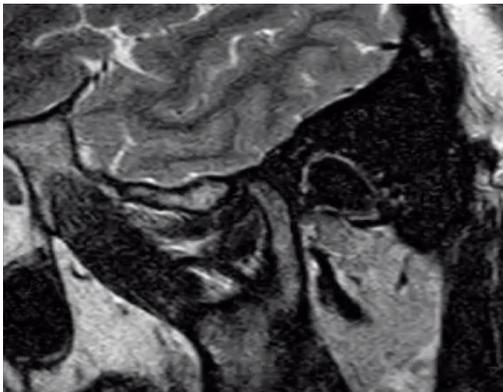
RMN de ATM, Corte Sagital
